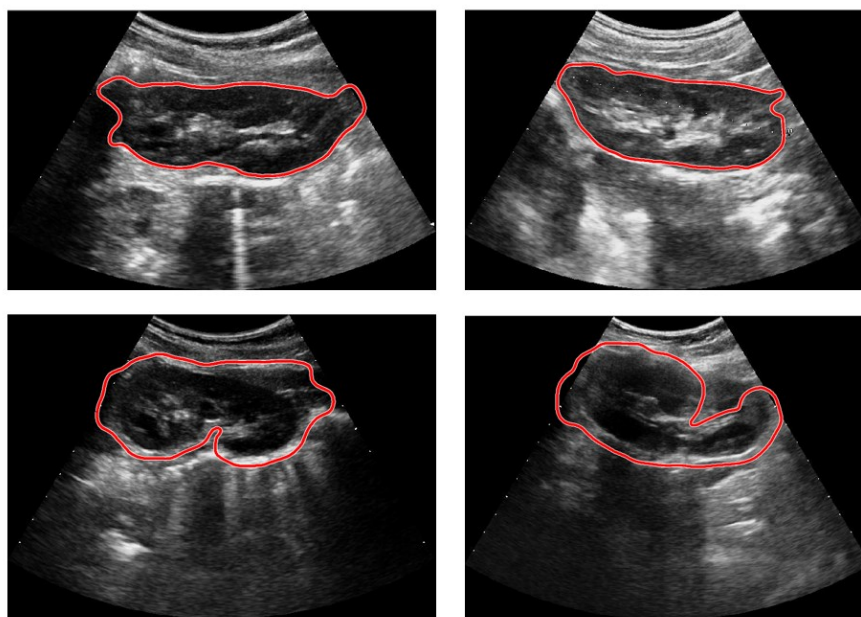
Esempi di risultato raggiunto con l'applicazione di tecniche basiche dell'imaging. A partire da in alto a sinistra a in basso a destra si presentano le ecografie 061, 064, 060, 032 ottenute con sonda Esaote.
